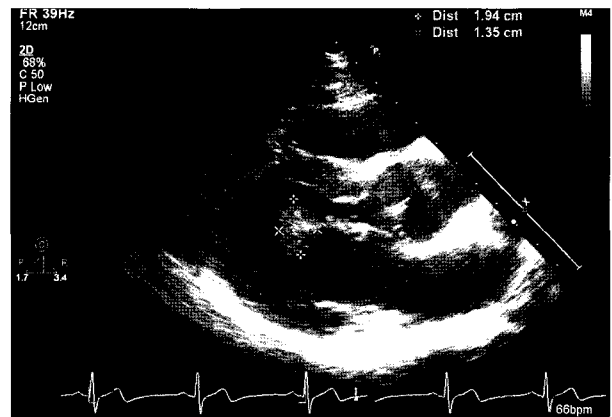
Preoperative transthoracic echocardiogram shows round and movable mass (2×1 cm) which was attached to chordae and anterolateral papillary muscle.
